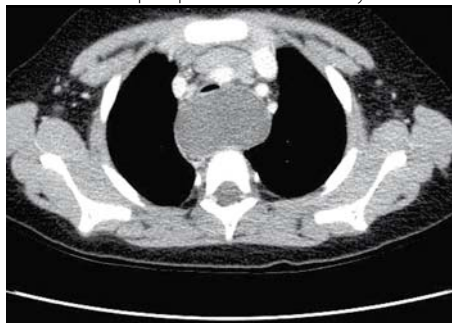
Nativní CT vyšetření hrudníku, axiální sken v úrovni horního mediastina. V horním zadním mediastinu se zobrazuje hypotenzní útvar, který dislokuje jícen doprava a tracheu ventrálně
